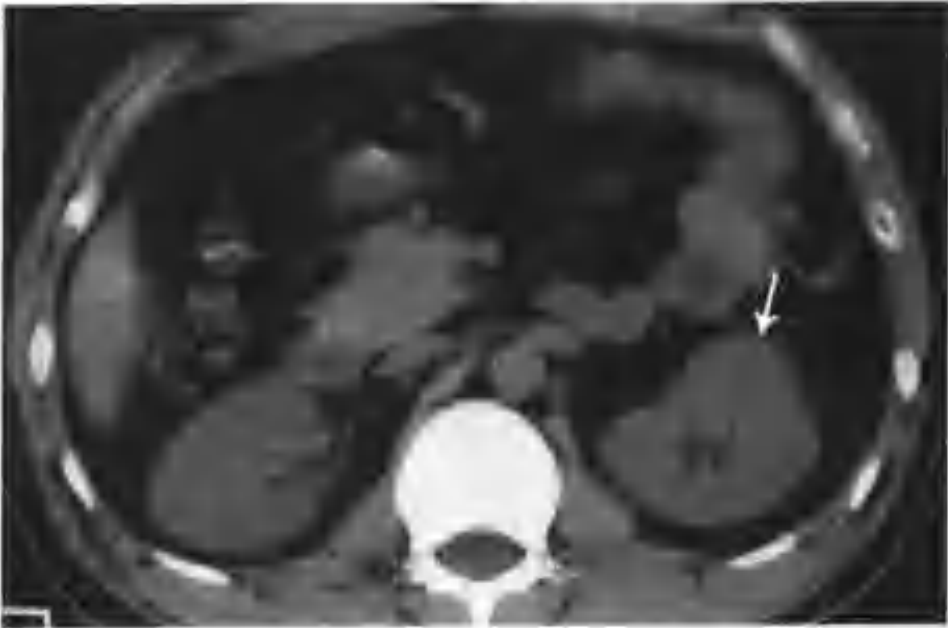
左侧驼峰肾（CT 平扫示左肾前方丘状隆起，密度均匀（箭头））
